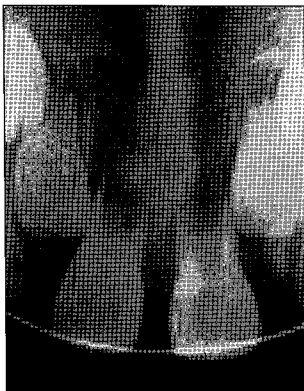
Periapical radiograph after reduction and fixation
